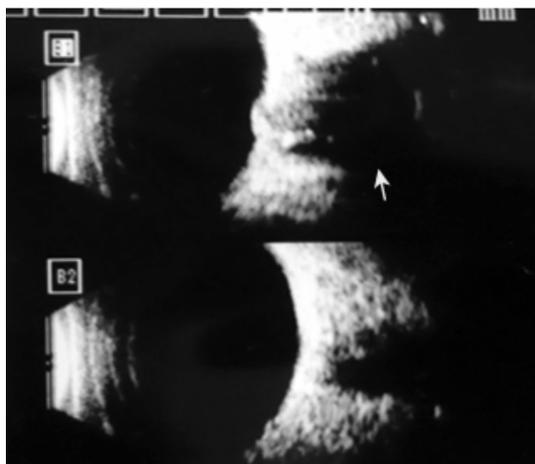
视神经胶质瘤 B 型超声, 上图为患侧, 视神经增宽(箭头), 视乳头前隆, 下图正常侧。
